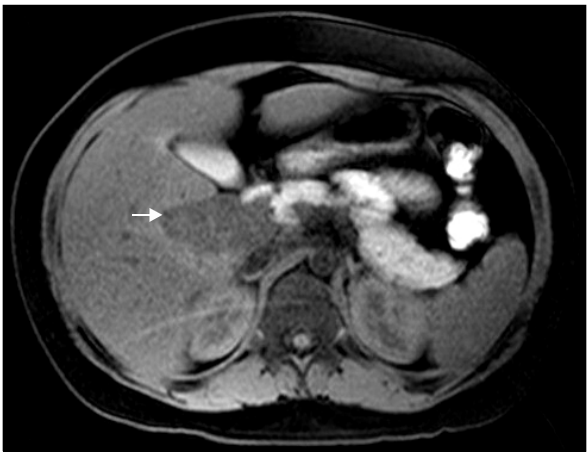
Abdomen MRI shows a septated nonenhancing mass (arrow - 5.5 cm size) in hepatic hilum with lymphadenopathy and fluid collection.
